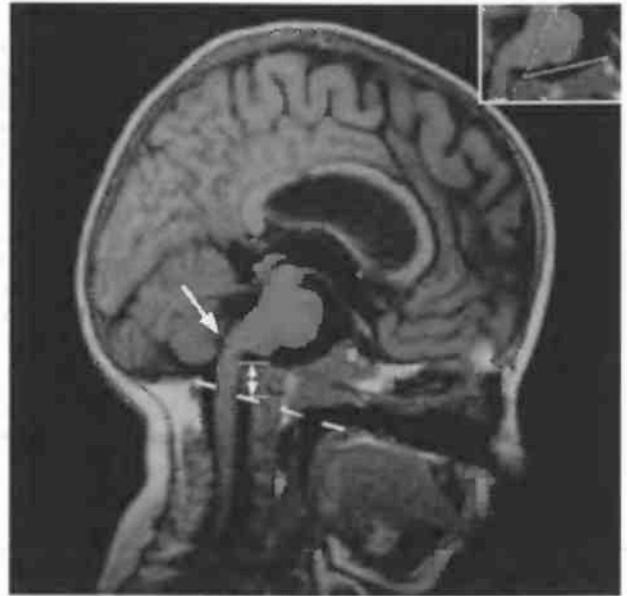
Типичная картина вдавления основания затылочной кости в заднюю черепную ямку у ребенка с асимптомным несовершенным остеогенезом III типа (МРТ, сагиттальный срез). Зубовидный отросток находится выше линии Чемберлена, вызывая сдавление и перегиб на уровне перехода варолиева моста в продолговатый мозг (стрелка)
